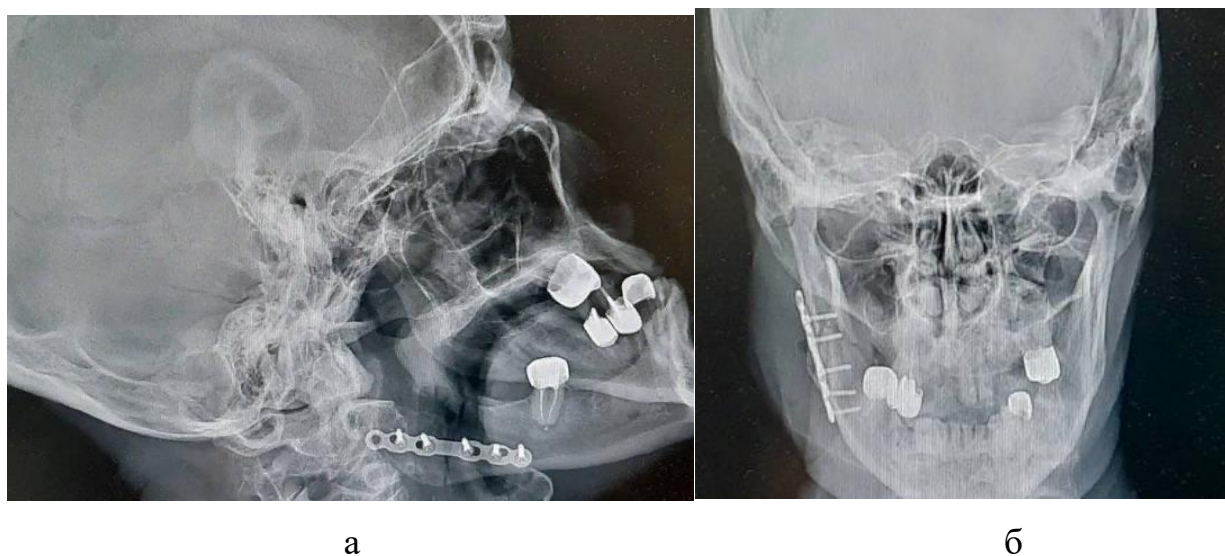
Рентгенография в прямой(а) и боковой (б) проекциях после проведенного лечения
